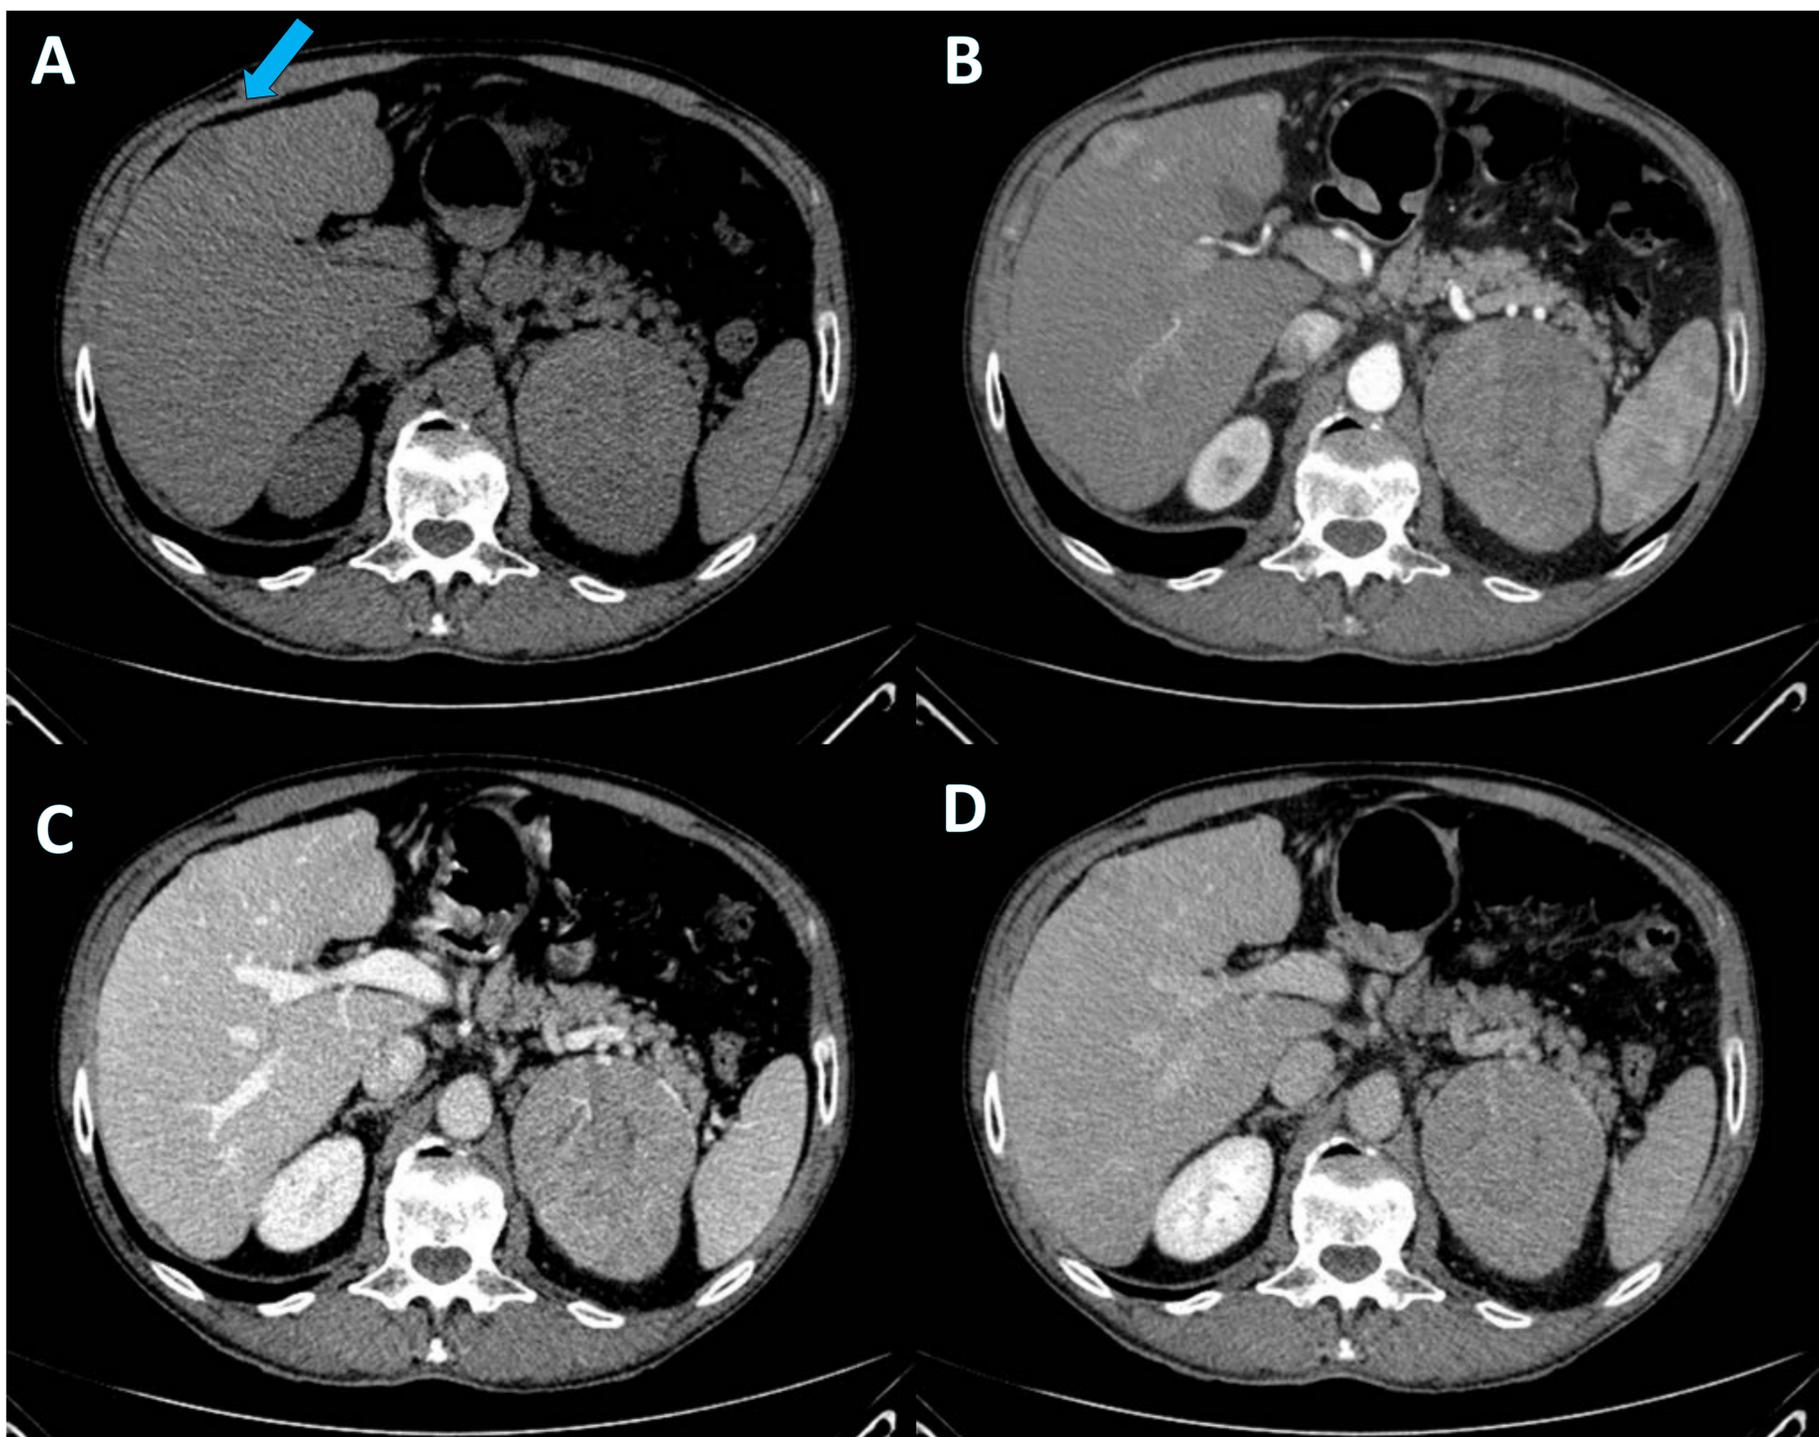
Hepatocarcinoma. Lesión focal subcapsular al s.V-VIII. Lesión hipodensa en TC basal (A), hipervascular en fase arterial (B) y con lavado posterior (C-D), compatible con hepatocarcinoma .
